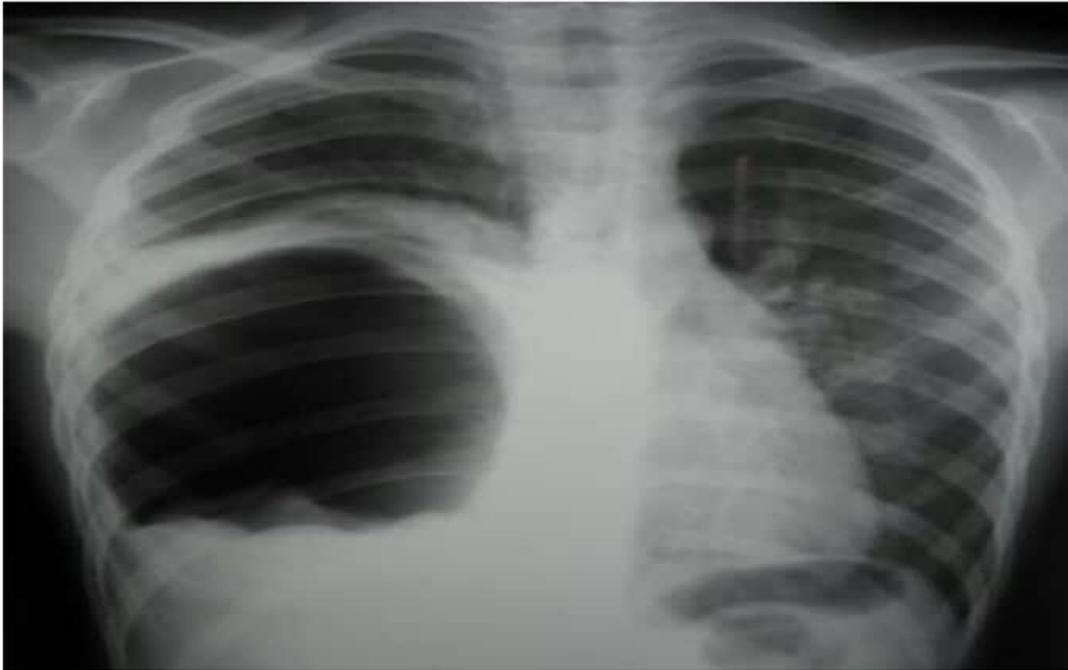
Radiographies du thorax de face : KHP droit rompu avec niveau hydroaérique et membrane flottante chez un enfant de 12 ans
